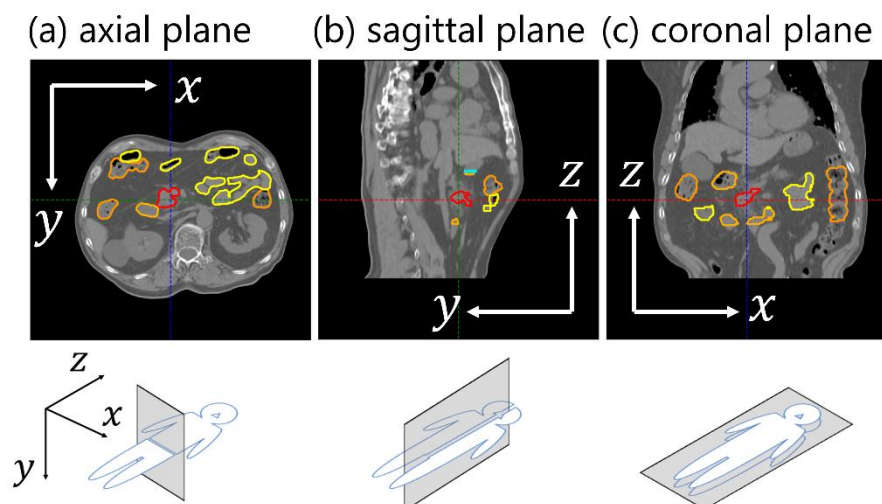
本研究で用いた CT 座標系と断面画像の関係
